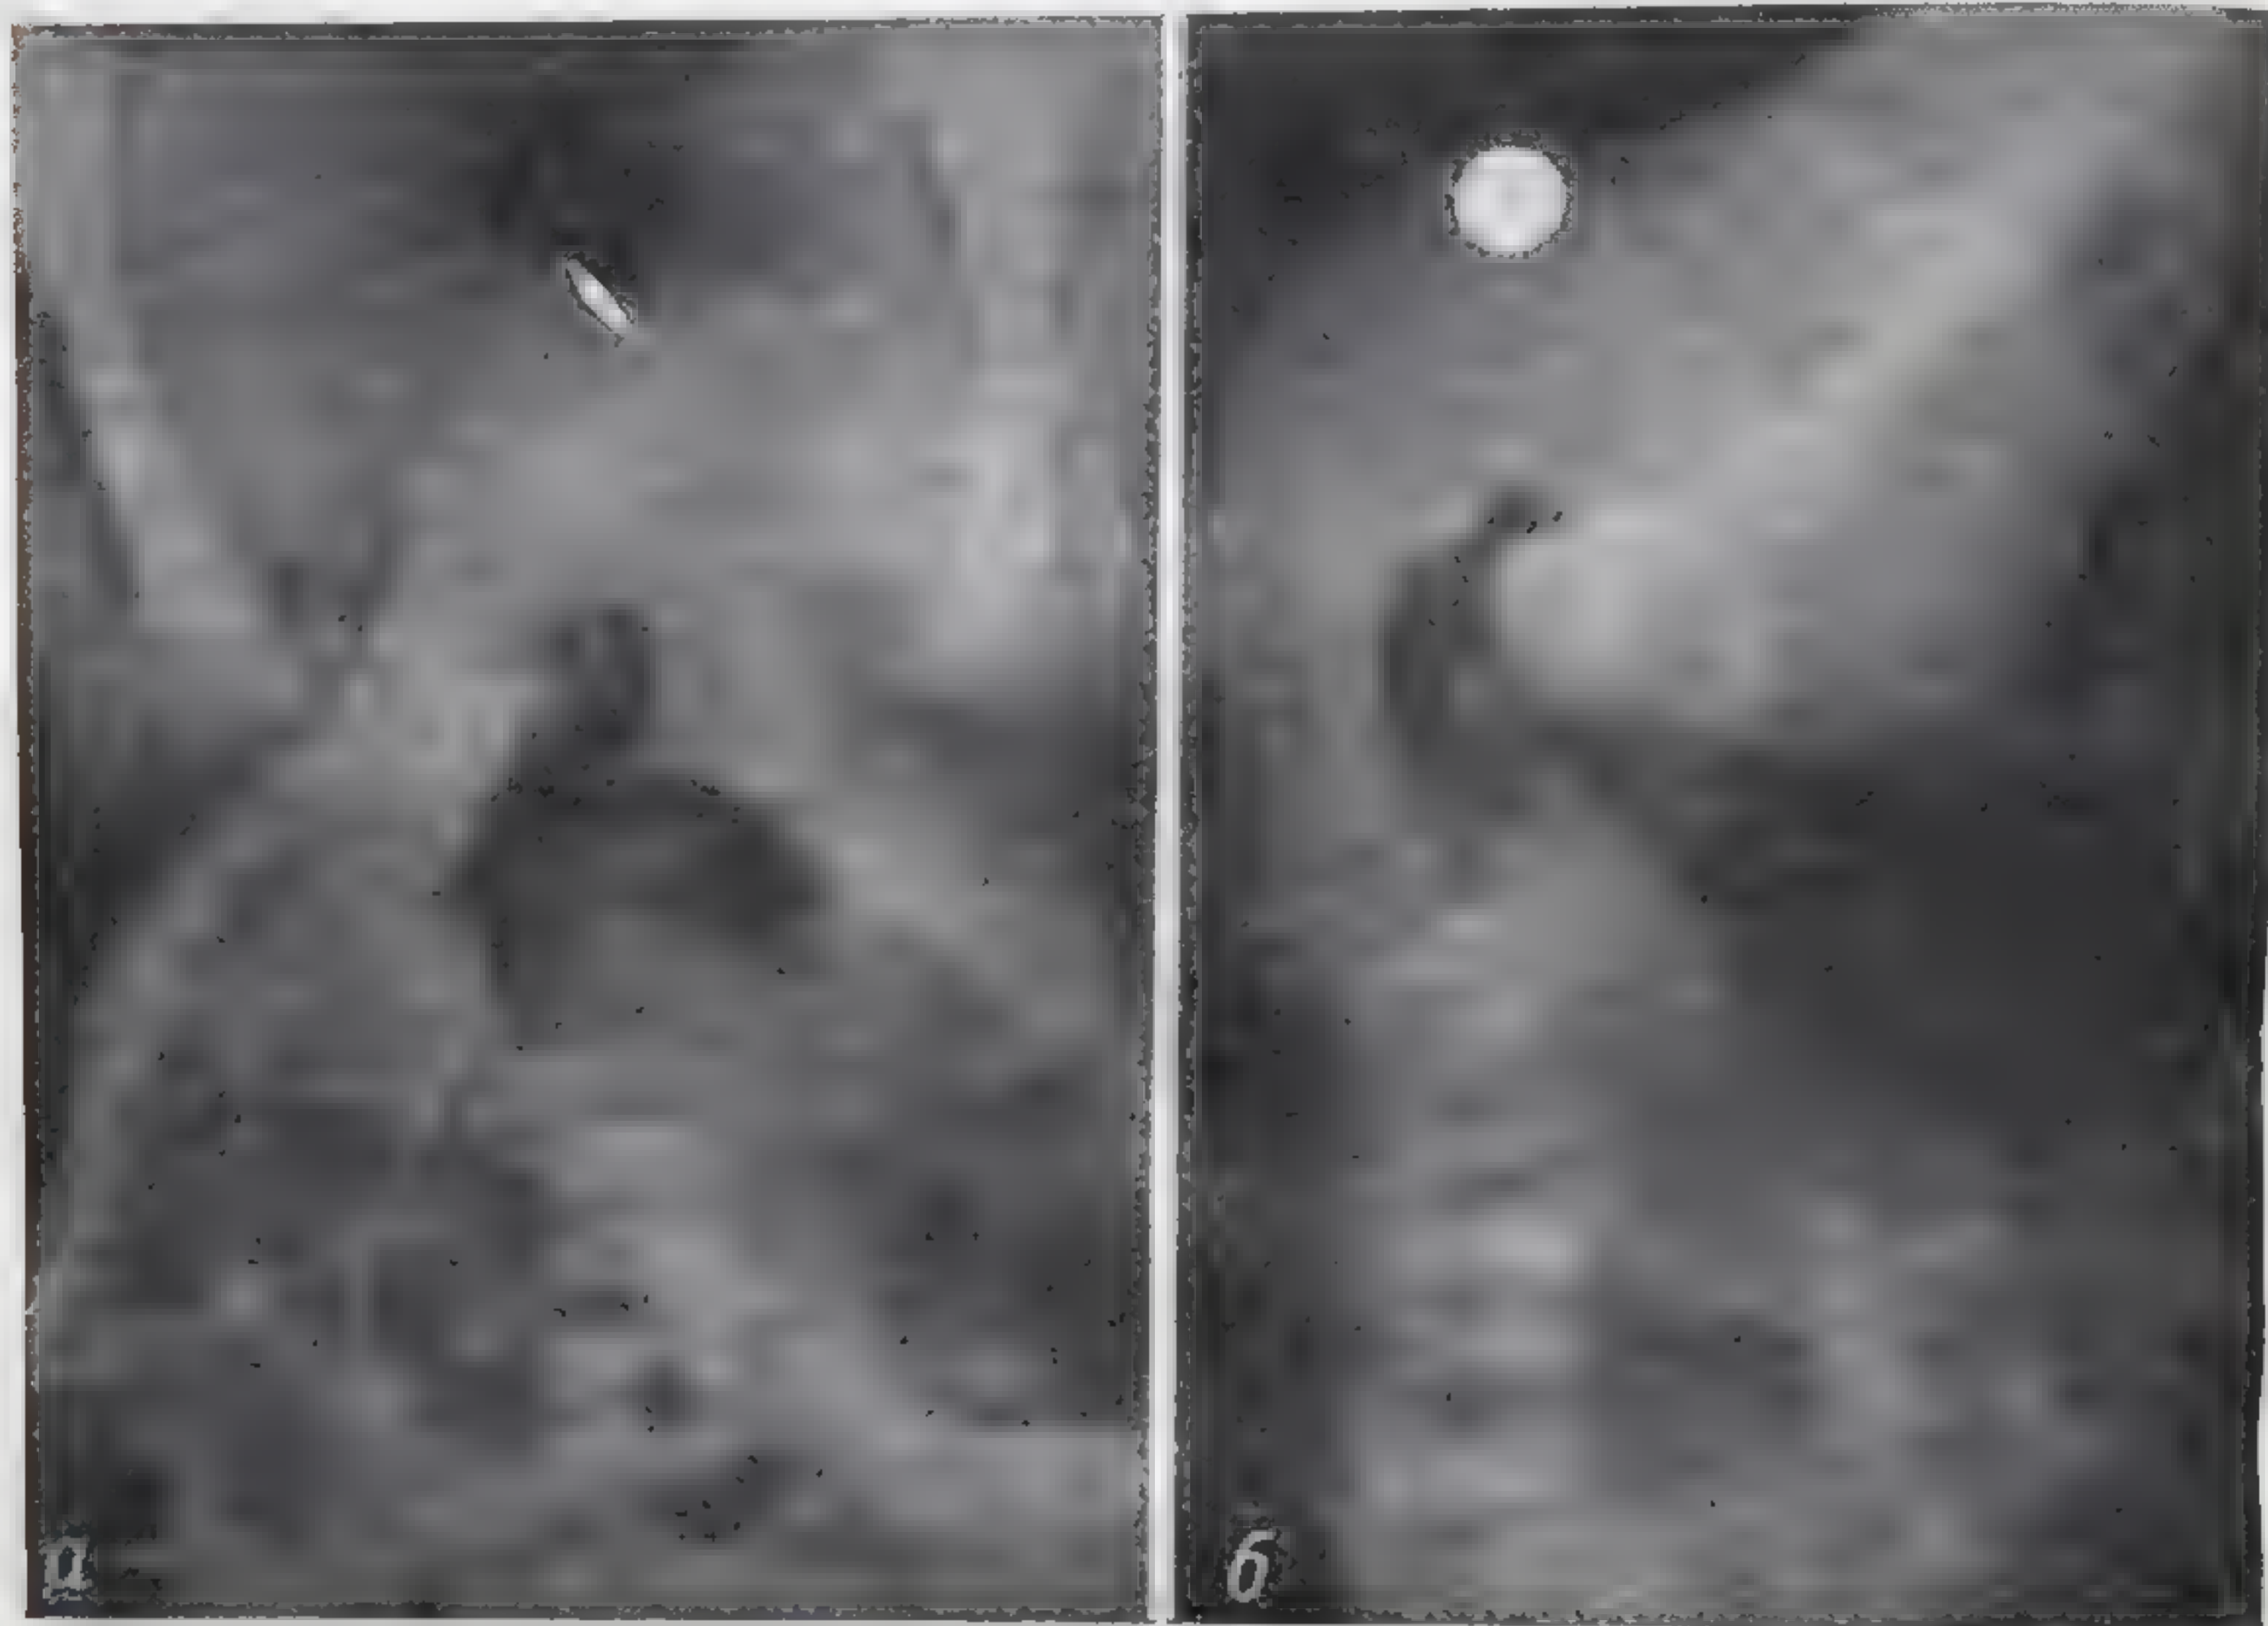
Рентгенологическое исследование по Вангенстину при атрезии прямой кишки.
